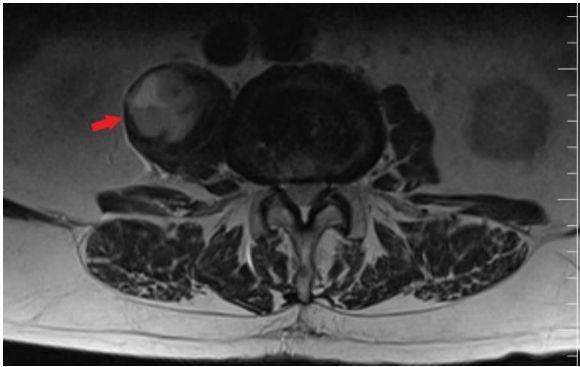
Hematoma on T2-weighted images sequence in axial plane
